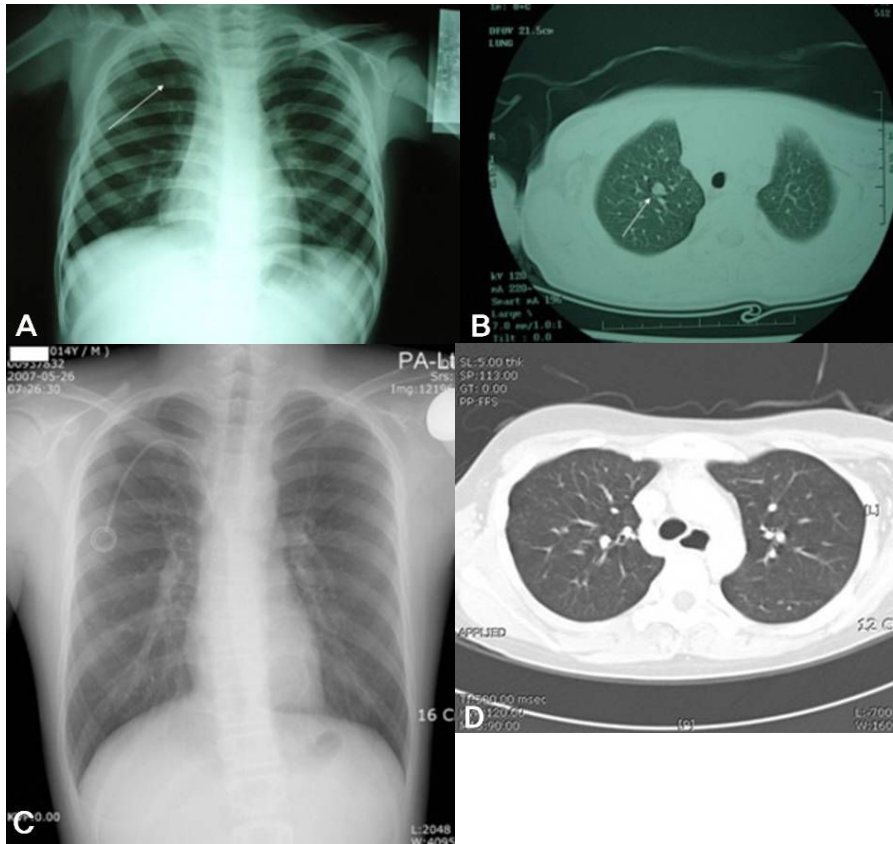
It is found a 10 mm metastatic nodule on the right upper lobe (A, B Patient 2) and 3-4 mm metastatic nodule on the right upper lobe (C, D Patient 3) in chest X-ray and CT with suspected lung metastasis, prompting surgery. There is not observed typical radiological feature on pulmonary tuberculosis such as cavitation formation, fibrous scar, lymphadenopathy. It is confirmed all suspected lesions to tuberculosis by pathological examination in the patient.
